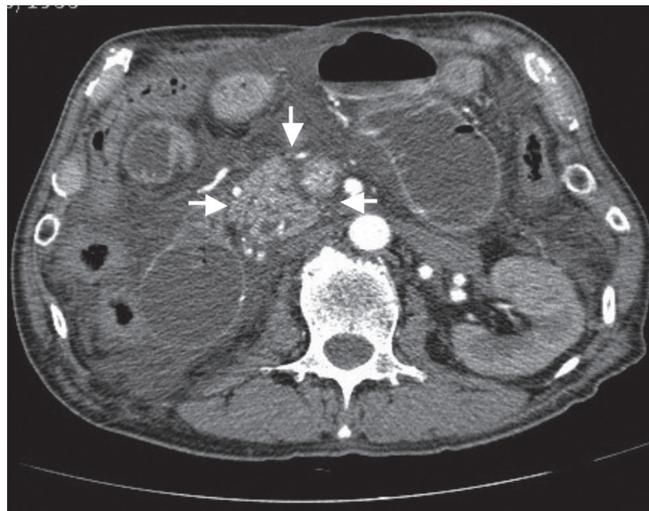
Tomografía computada del abdomen en la que se evidencia: crecimiento difuso de la cabeza del páncreas y dilatación duodenal.
